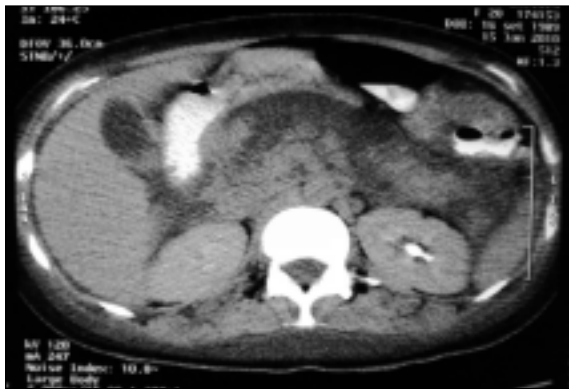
Caso 2 Tomografia abdominal no primeiro dia dos sintomas, com aumento volumétrico do pâncreas.
